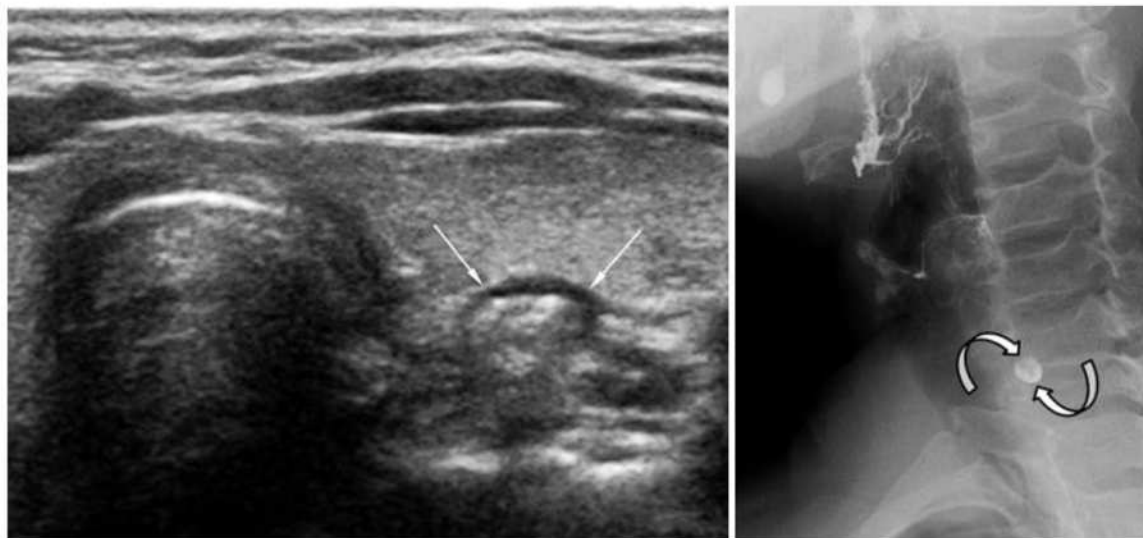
Pharyngo-esophageal diverticulum. 63-year-old woman was referred for evaluation of left thyroid nodule. High-resolution ultrasonography revealed pharyngo-esophageal diverticulum (arrows). Small barium collection (curved arrows) suggesting diverticulum was visible on esophagography.
